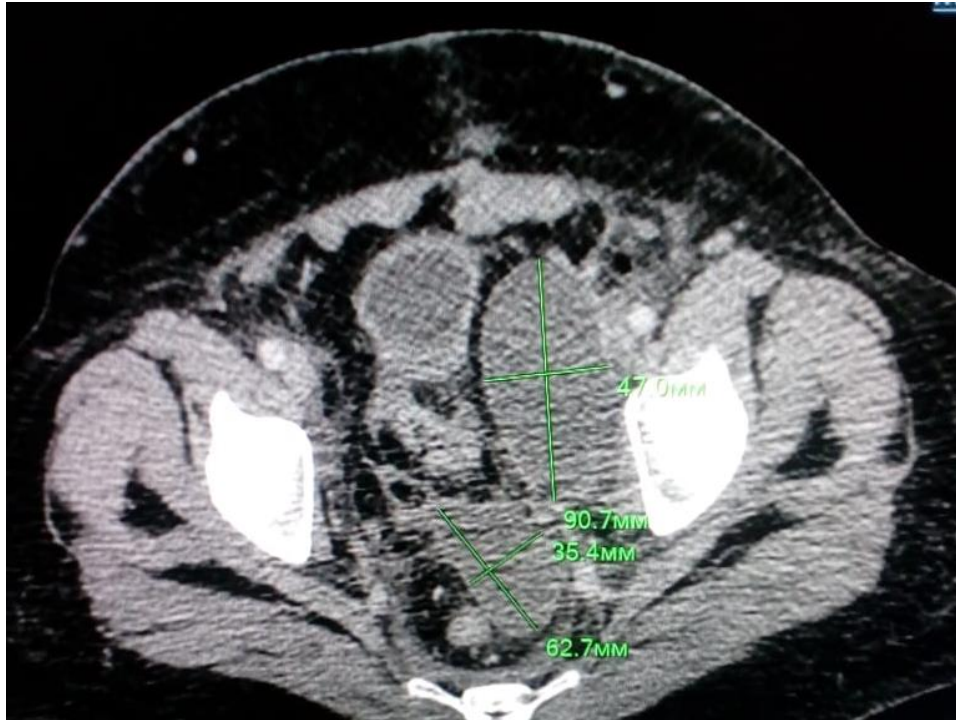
КТ изображение лимфатической кисты.
